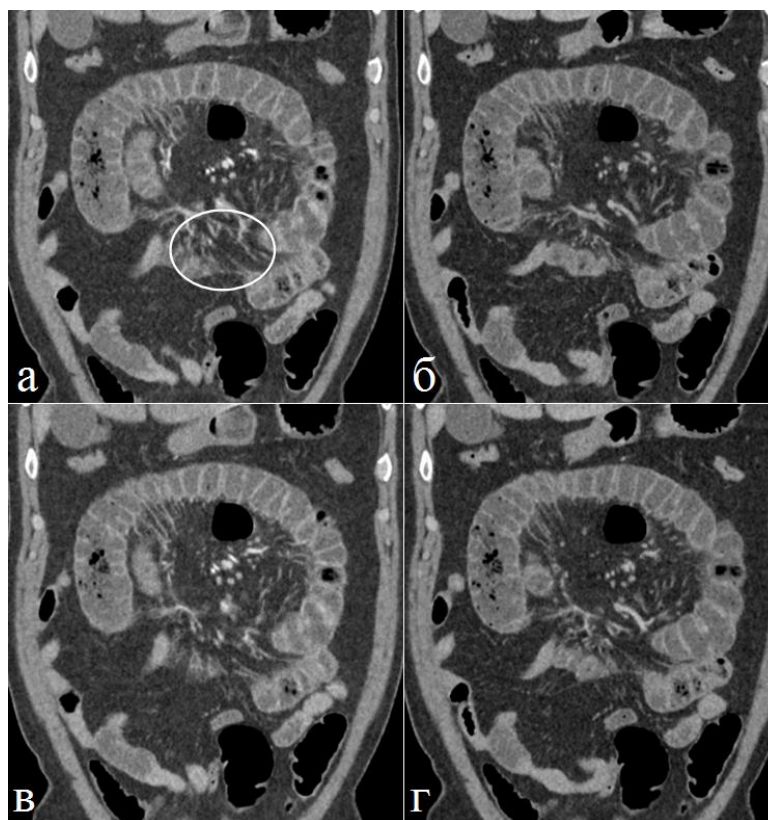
Больной 64 лет. Странгуляционная тонкокишечная непроходимость. Фронтальные томограммы. а), в) Артериальная фаза, б), г) паренхиматозная фазы контрастного усиления. Определяется расширение двух петель тощей кишки по типу закрытой петли. Расширенные петли имеют С-образную форму, их брыжейка скручена и смещена к грыжевым воротам (обозначены овалом). Слизистая оболочка расширенных петель повышено контрастируется, сосудистый рисунок брыжейки обогащен, вены расширены по причине сдавления в грыжевых воротах.
